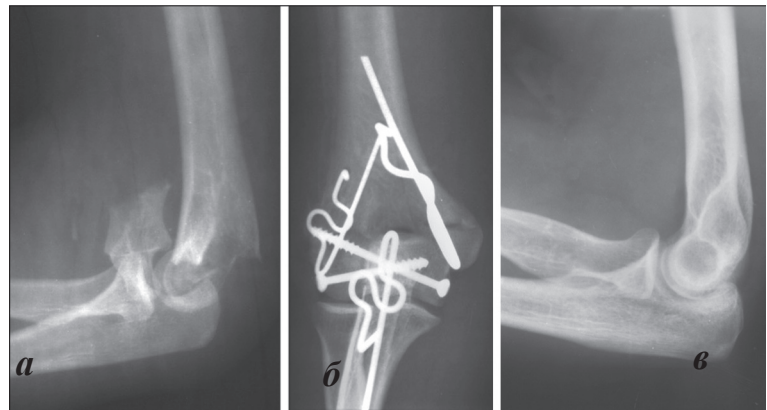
Фото рентгенограмм больного Г., 28 лет, с полным оскольчатый внутрисуставным (тип C2) переломом дистального сегмента плечевой кости: а – до операции; б – через 3 суток после операции; в – результат остеосинтеза через 4 года (конструкции были удалены через 8 месяцев после операции).
